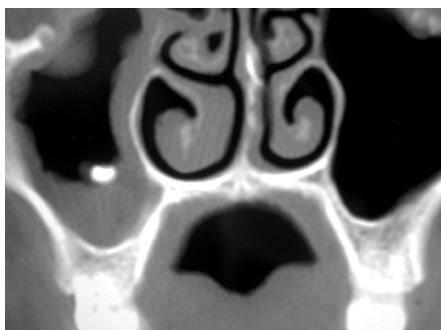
Tomografía computerizada que muestra la localización intrasinusal de una estructura de densidad metálica, con engrosamiento de la mucosa sinusal.
